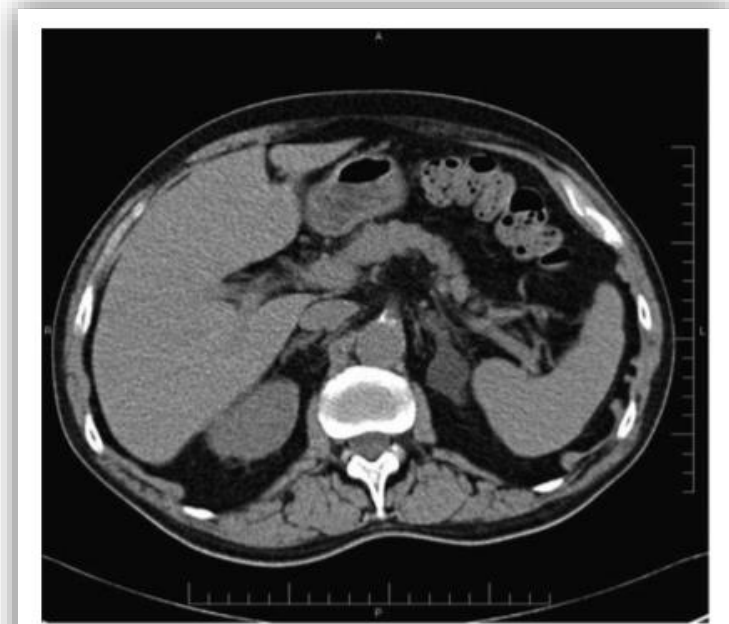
Adenoma suprarrenal. TC abdominal en un paciente de 72 años, en estudio por un aneurisma de la aorta abdominal infrarrenal. En el estudio basal se observa una lesión nodular hipodensa en la glándula suprarrenal izquierda, con valores de atenuación de -13 UH, compatible con un adenoma.
